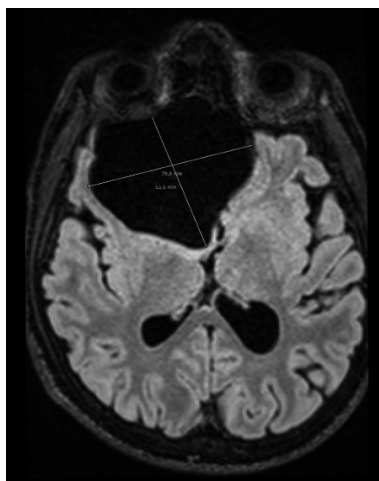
RM T1 - assiale
